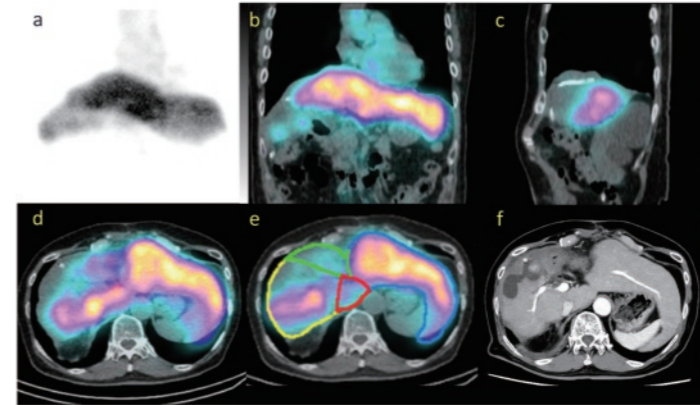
肝臓右前区域切除後。後区域再切除目的の肝機能評価の肝アシアロシンチ画像（収集：1 min/frame）。a は Dynamic SPECT 画像から作成した仮想 planar 画像。b, c, d は Dynamic SPECT/CT 画像。仮想 planar 画像を用い、従来から使用されている HH15、LHL15 などの肝機能指標を算出しつつ Dynamic SPECT/CT 画像から 3 次元的情報を付与し、より詳細な情報を得ることができる。e は 3D 解析の様子。f は造影 CT 画像。
